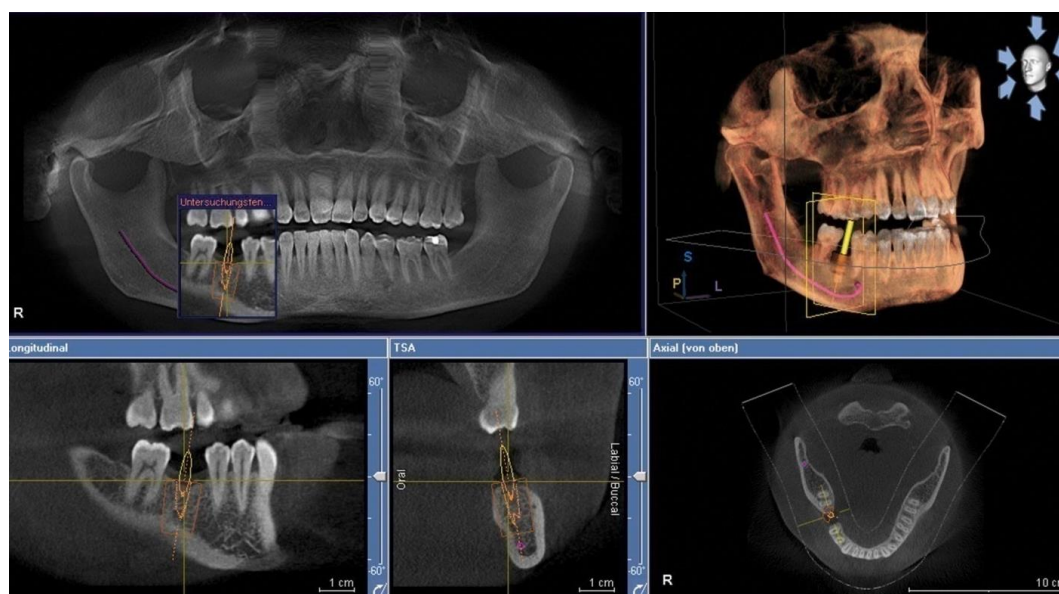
Slice-uri din CBCT
